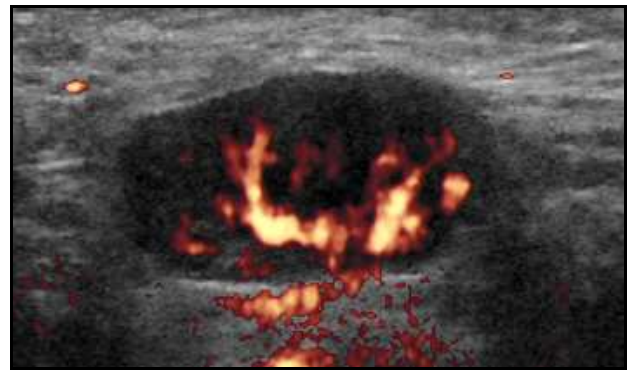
Farbdopplersonographische Aufnahme des Lymphknotens aus Abb. 8: Gefäßabbrüche innerhalb des Lymphknotens und kapselüberschreitende Neovaskularisation
